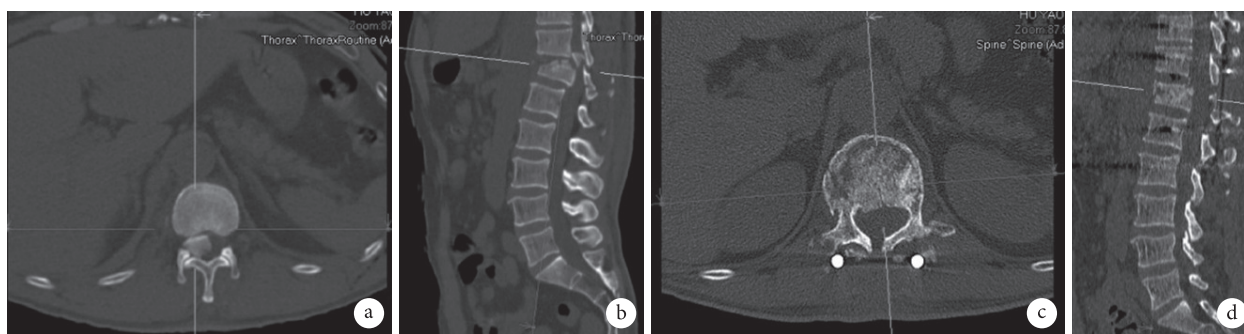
减压组患者,男,45 岁,高处坠落伤致 T₁₂ 椎体骨折 a. 术前横断位 CT; b. 术前矢状位 CT; c. 术后 1 个月横断位 CT; d. 术后 1 个月矢状位 CT
